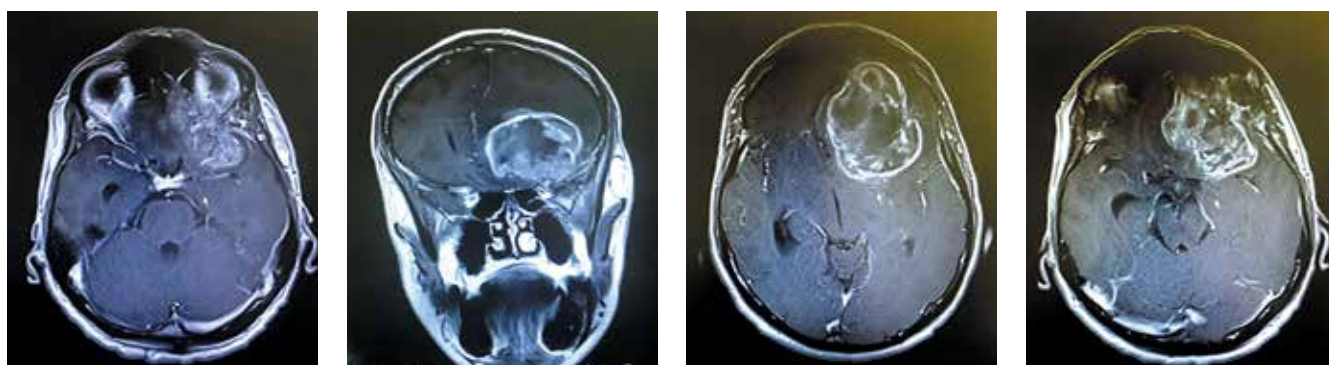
Клинический пример 2: глиобластома левой лобной доли (МРТ головного мозга с контрастированием)
